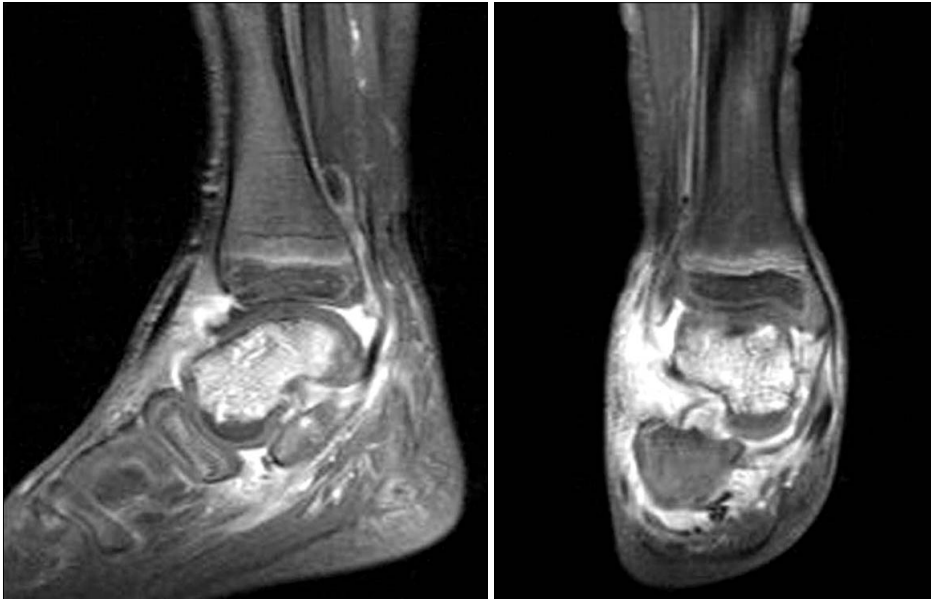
Case 2. Contrast enhanced T1-weighted MR images show bone marrow signal change at the right talus and calcaneus with enhancement and joint effusion with strong enhancement of synovial membrane.
